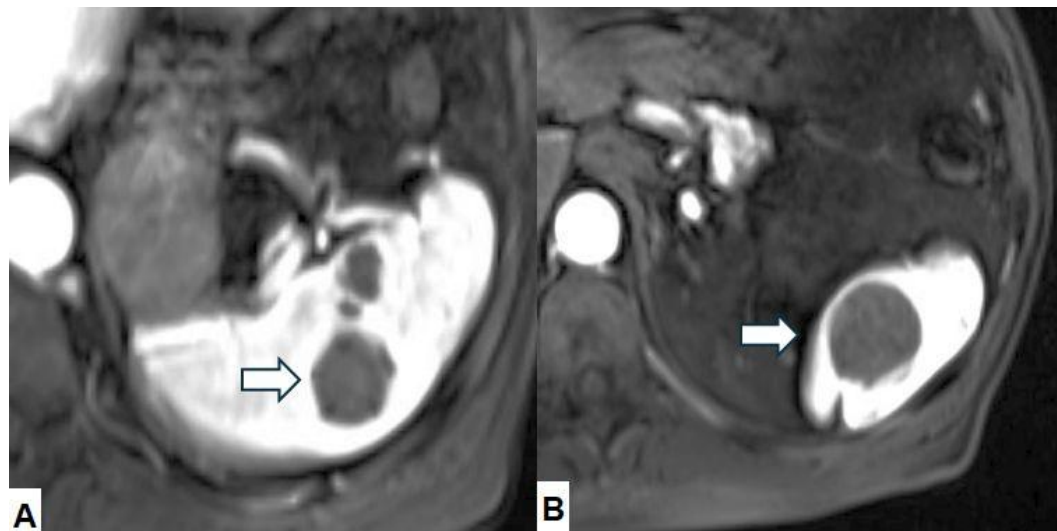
Imágenes de resonancia magnética del bazo. A) y B) Las flechas señalan la tumoración dentro del parénquima esplénico.
